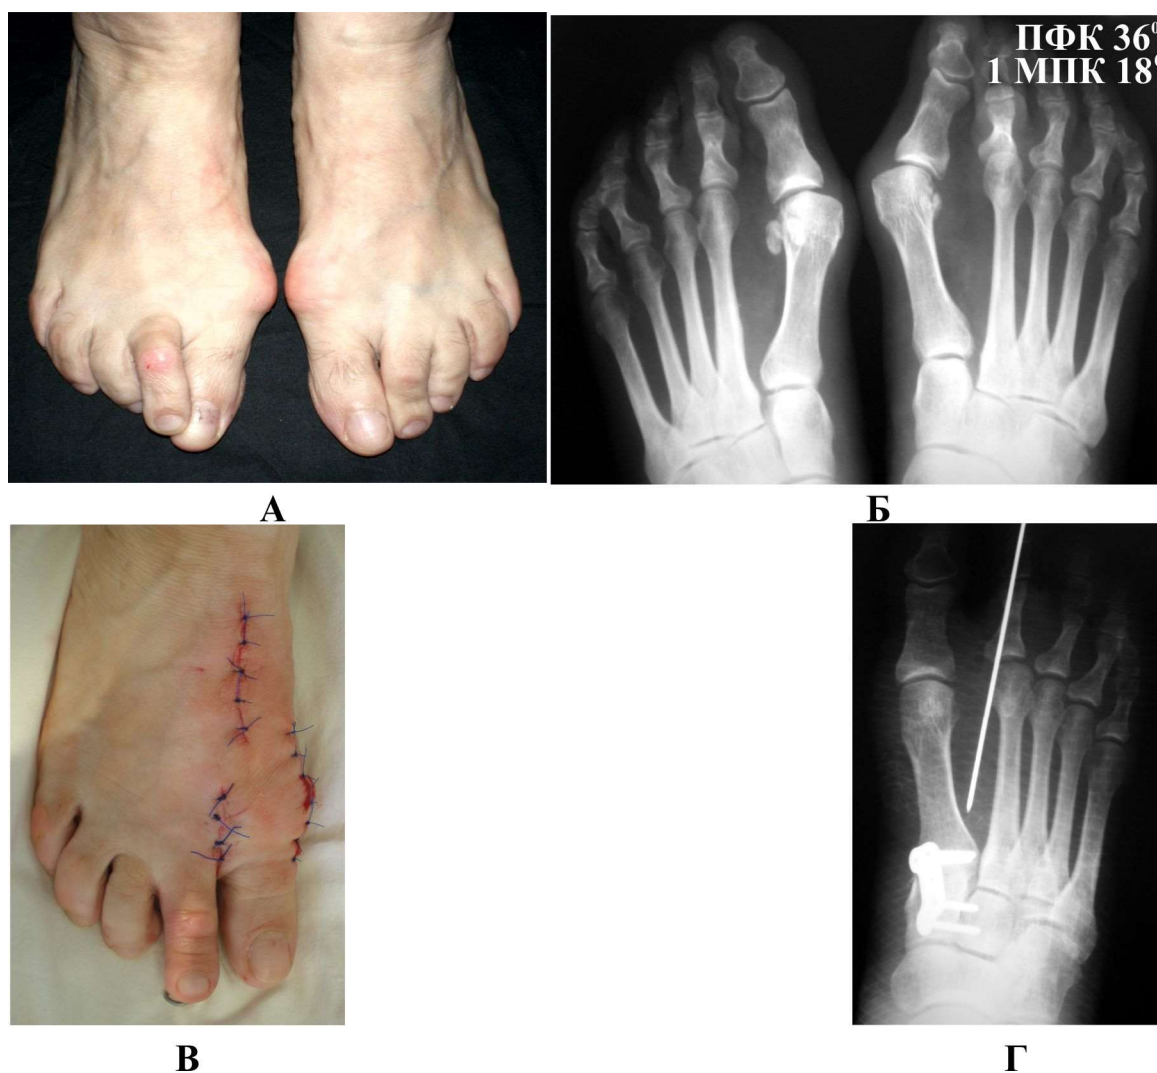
Хв. Н-а, 39 р., і.хв. 501235. Правобічний hallux valgus тяжкого ступеня: А та Б – загальний вигляд та рентгенограма стоп до операції; В та Г – оперована стопа та рентгенограма після операції (модифікована процедура McBride, артродез 1-го ЗПС, капсулотомія ПМС 2-го пальця та фіксація спицею).
